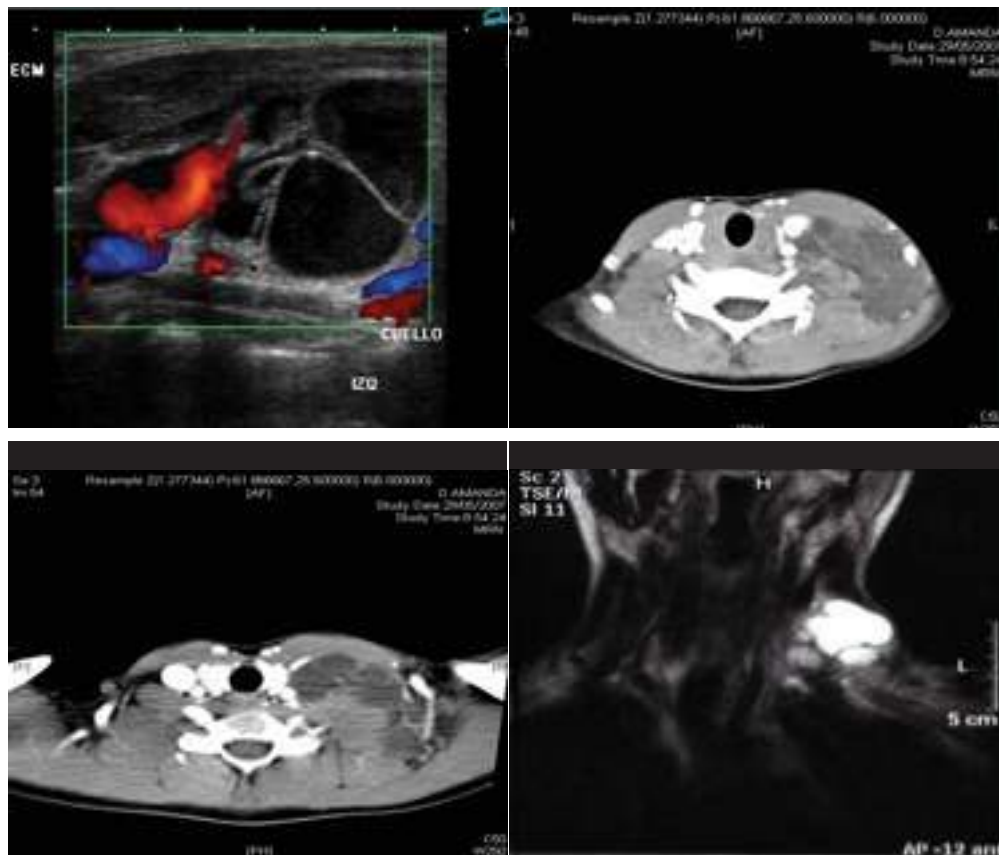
ECO, TAC y RMN cervical: Tumoración cervical izquierda de contenido quístico que engloba la vena yugular interna del mismo lado.
